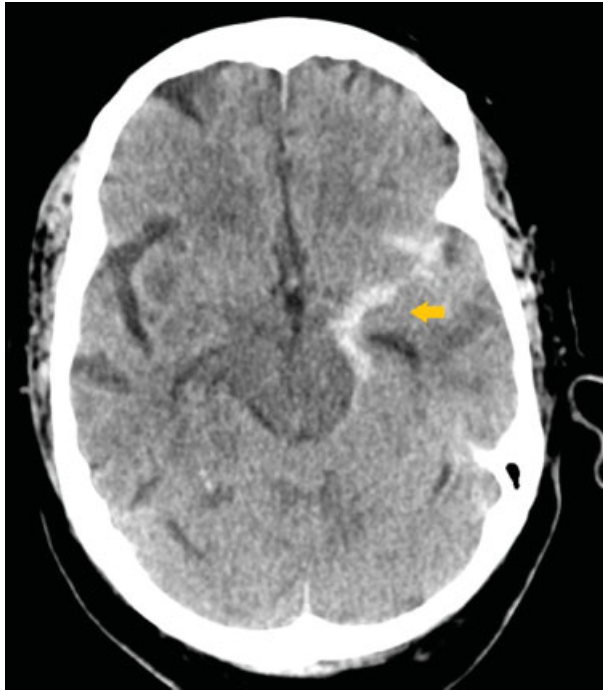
En tomografía computada de cráneo simple de control. La flecha señala ocupación del valle silviano izquierdo por contenido hemático posterior a trombectomía.
